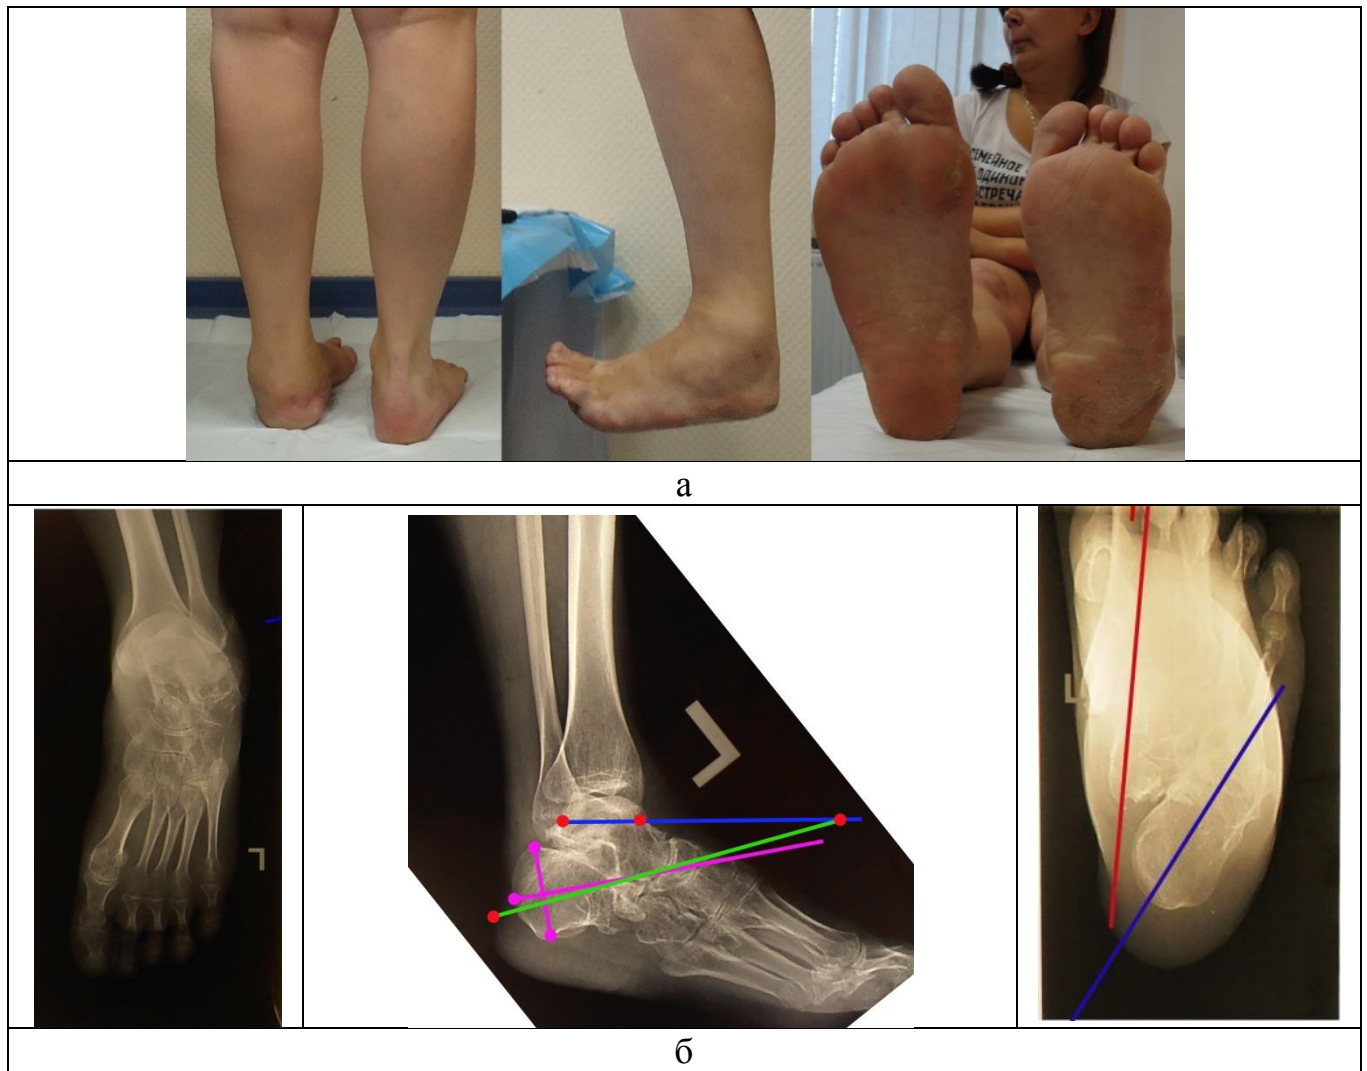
Пациентка Т. до операции: а – внешний вид; б – рентгенограммы пяточной кости с обозначением среднediaфизарной линии большеберцовой кости и пяточной оси в боковой и аксиальной проекциях
